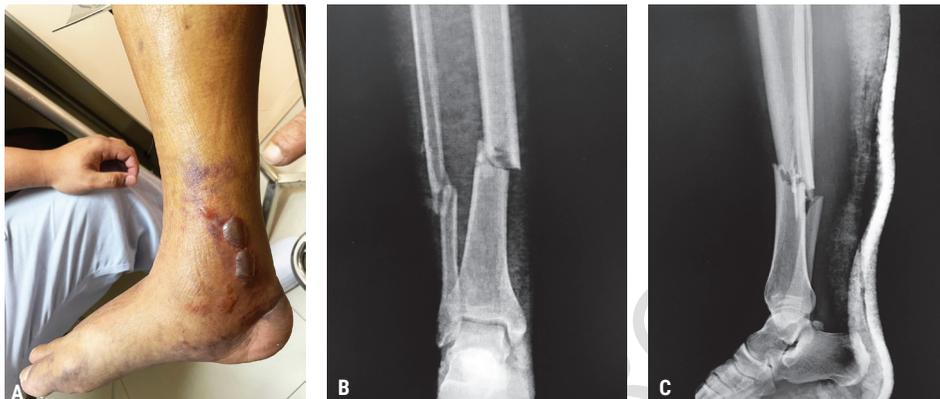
A) Flictenas na face medial da perna direita. B e C) Radiografias em AP e perfil da perna direita. // Fonte: Arquivo de imagem dos autores
